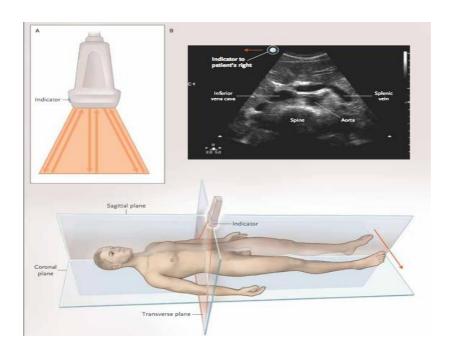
Images échographiques en deux dimension Basic (B-Mode)
